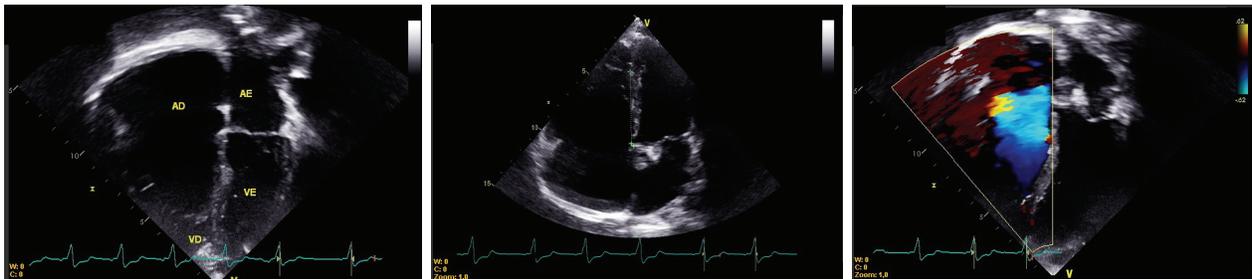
Ecocardiograma demonstrando aumento acentuado de átrio direito (A), baixa implantação da valva tricúspide (B) e insuficiência tricúspide importante (C).
